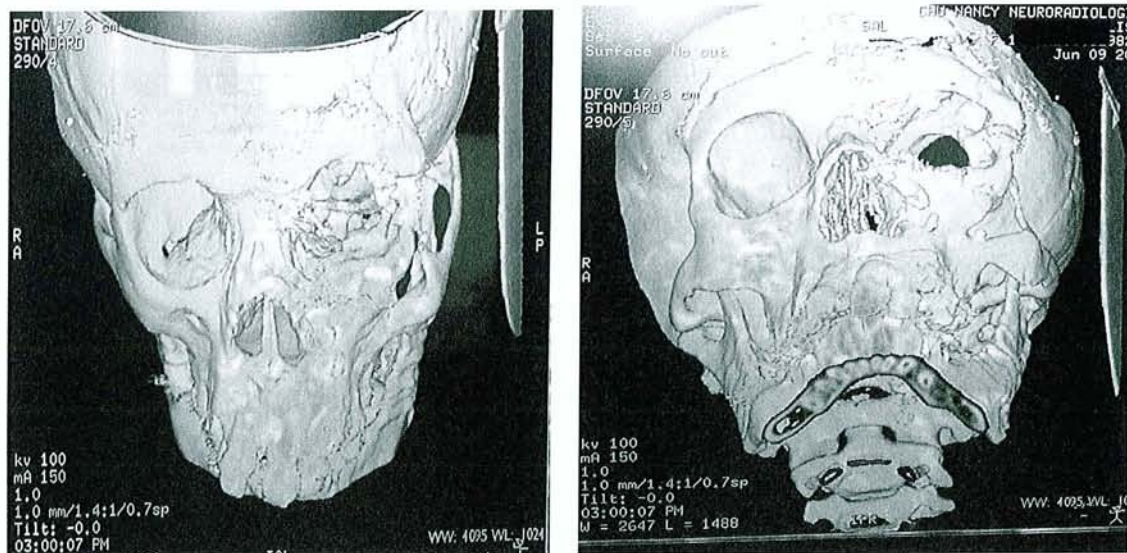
TDM Reconstructions 3D : Aspect post-opératoire immédiat après mise en place d'un greffon calvarial issu du dédoublement d'un volet frontal chez un fillette de 11 ans atteinte de NFI orbito-palpébro-jugale gauche de stade 3 de Jackson.
